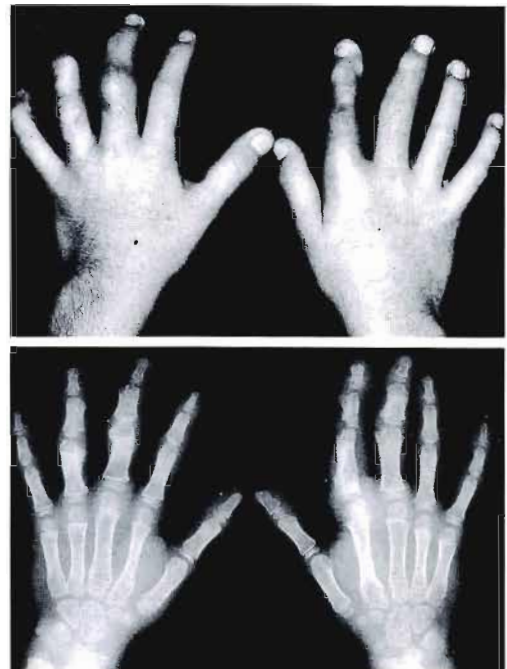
Postoperative view and X-ray findings at 3 months after the surgery.
